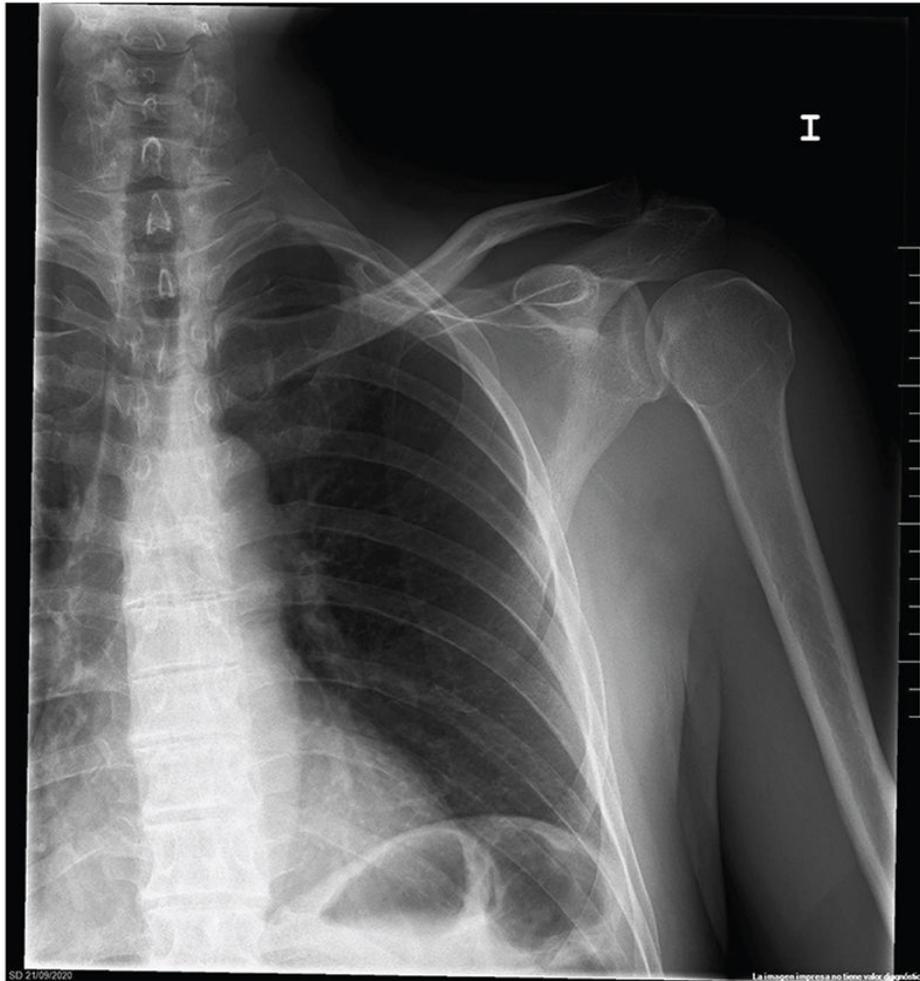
Radiografía AP de hombro: luxación posterior de hombro izquierdo.
